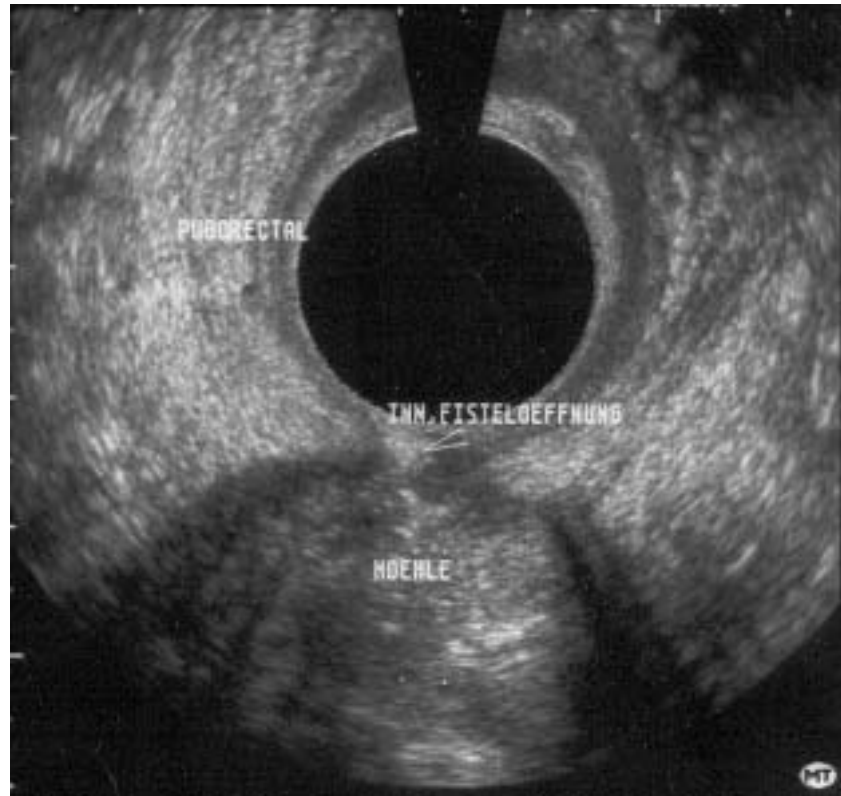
Endosonographische Darstellung mit Hilfe von Wasserstoffperoxid einer inneren Fistelöffnung bei 6 Uhr SSL mit angrenzender Abszesshöhle
